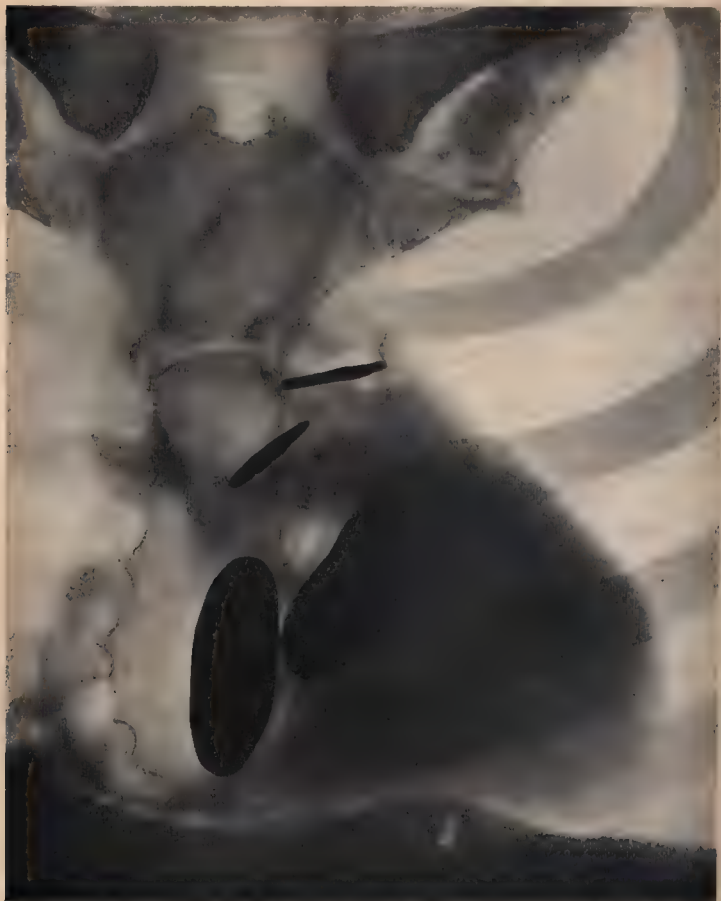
Radiographie du thorax sur un homme adulte, montrant le cœur dans sa position normale. — Du côté droit, on reconnaît de haut en bas l'ombre portée de la veine cave supérieure et de l'oreillette droite, qui débordent le bord droit du sternum ; du côté gauche, la pointe du cœur se distingue derrière la V^e côte. Les orifices du cœur marqués par des index se projettent de haut en bas dans l'ordre suivant : orifice de l'artère pulmonaire, orifice de l'aorte, orifice auriculo-ventriculaire gauche ou mitral, orifice tricuspidien. — D'après Beun (1/2 gr. nat.).
